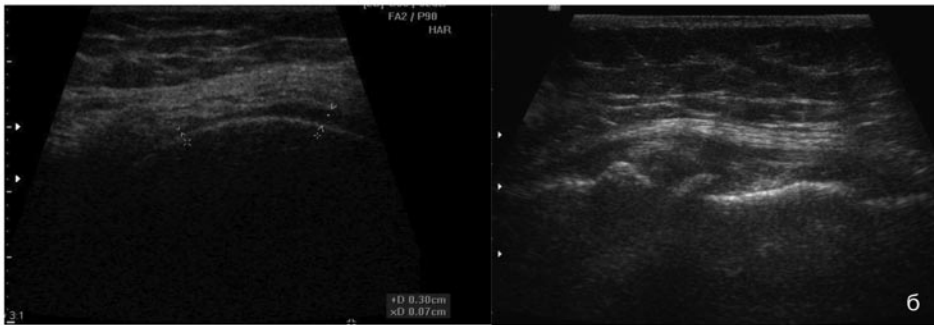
Третя стадія деформуючого артрозу: а — на рентгенограмах; б — при УЗД: випинання меніска до 5,5 мм, стоншення суглобового хряща до 0,7-0,5 мм
